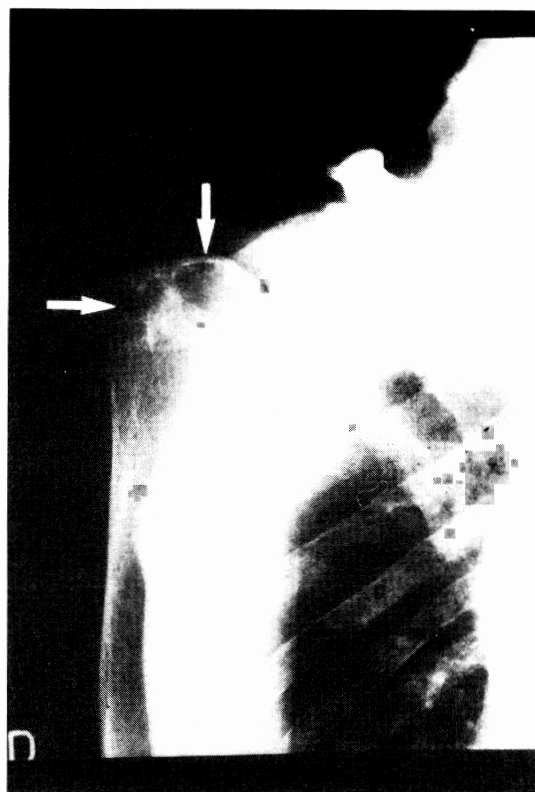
上腕骨頭部のX線写真上の嚢胞性病変（矢印部）。
